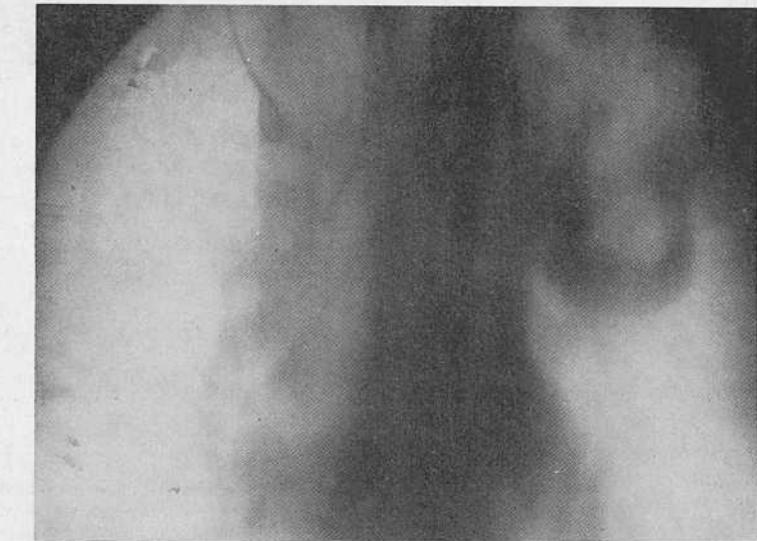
Томограмма того же больного. Легочная ткань в пределах добавочной доли не изменена.
